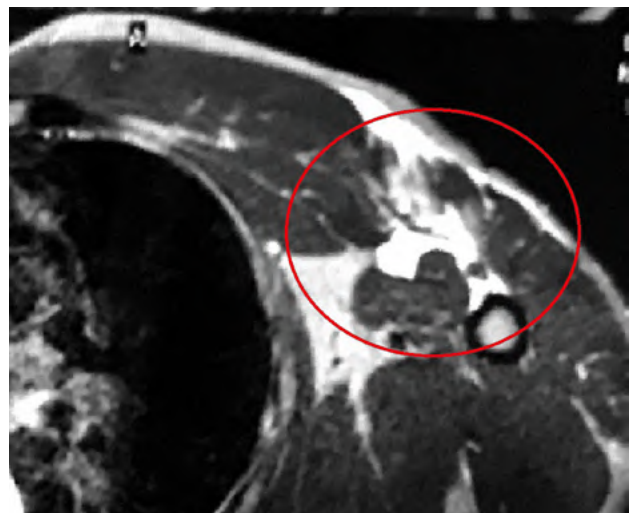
Corte axial de RMN que evidencia desinserción y retracción del TPM.
